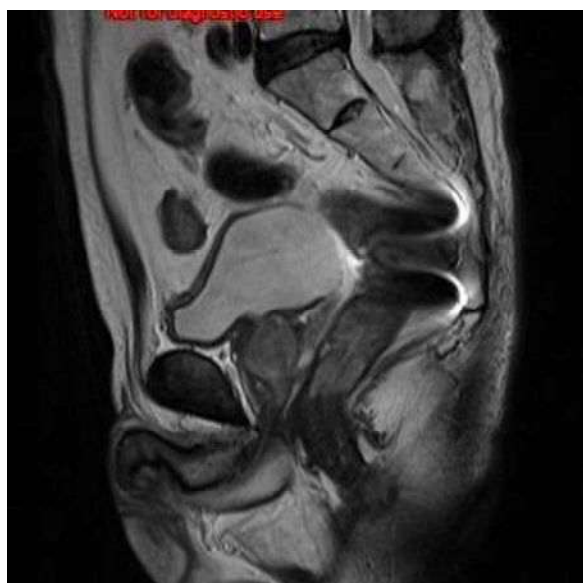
図 MRI 画像（クリップによるアーチファクト）
